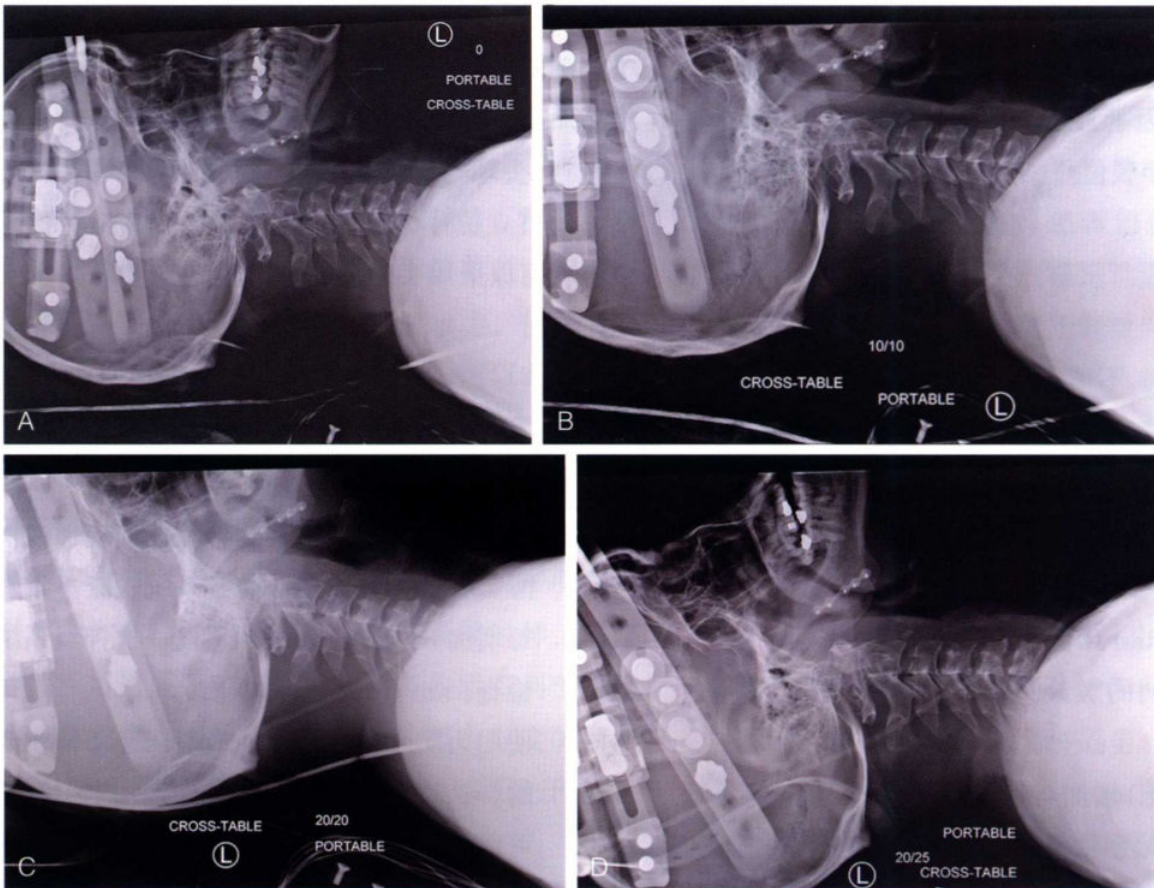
初始X线片显示齿状突骨折断端头侧前滑移无改善(A);后方牵引增加了4.5 kg的重量,且前方牵引(纵向牵引)也增加了4.5 kg的重量(B)。后方和上方牵引重量再次各增加4.5 kg(C),上方牵引重量又增加了2.3 kg(D)。患者无神经功能恶化,影像学也没有显著的序列改变
